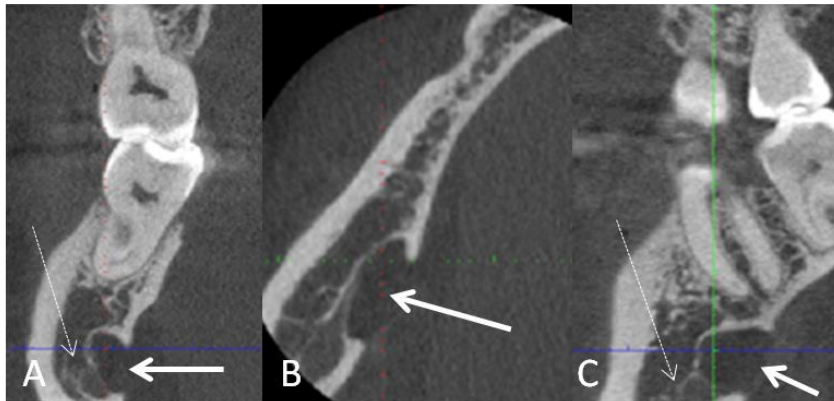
2D CBCT reconstruction of a bilocular SBC (fat arrows) on the right-hand side of the mandible. A. Coronal view: Arrow: lower compartment of the SBC. Dotted arrow: upper compartment of the SBC. B. Axial view: Arrow: anterior compartment of the SBC. Dashed arrow: posterior compartment of the SBC. C. Sagittal view. Arrow: SBC. ian: inferior alveolar nerve canal.
